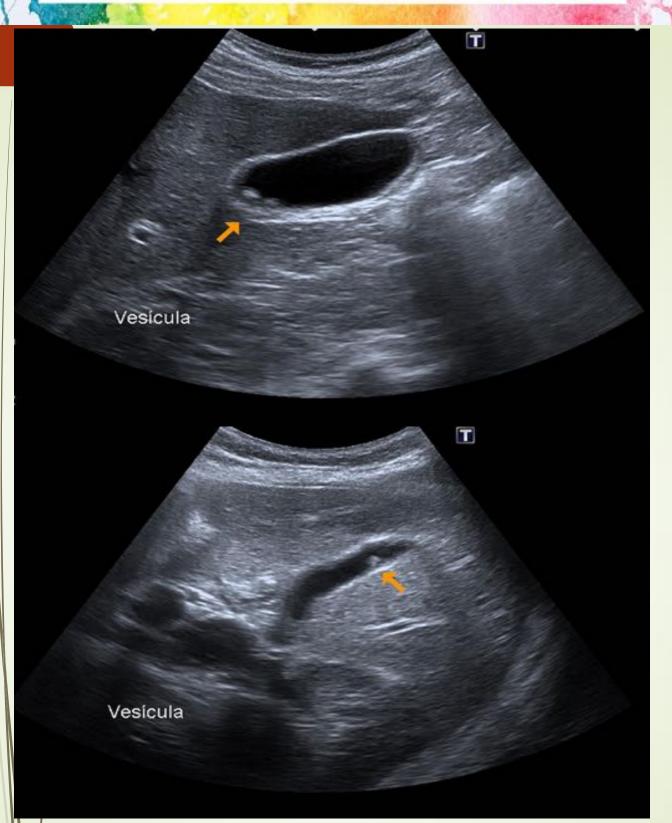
Ecografía de abdomen de dos pacientes en la que se observan adheridos a la pared de la vesícula, imágenes redondeas, ecogénicas y sin sombra acústica, en relación a pólipos de vesícula biliar.
